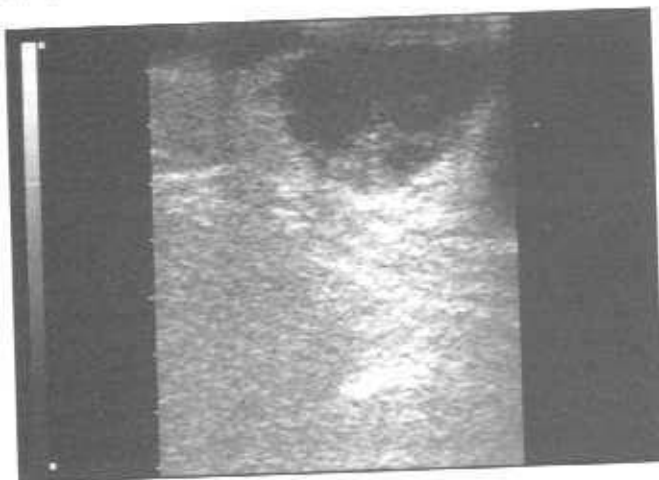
Эхограмма массивного опухолевого поражения предстательной железы (ТРУЗИ, продольный срез).
